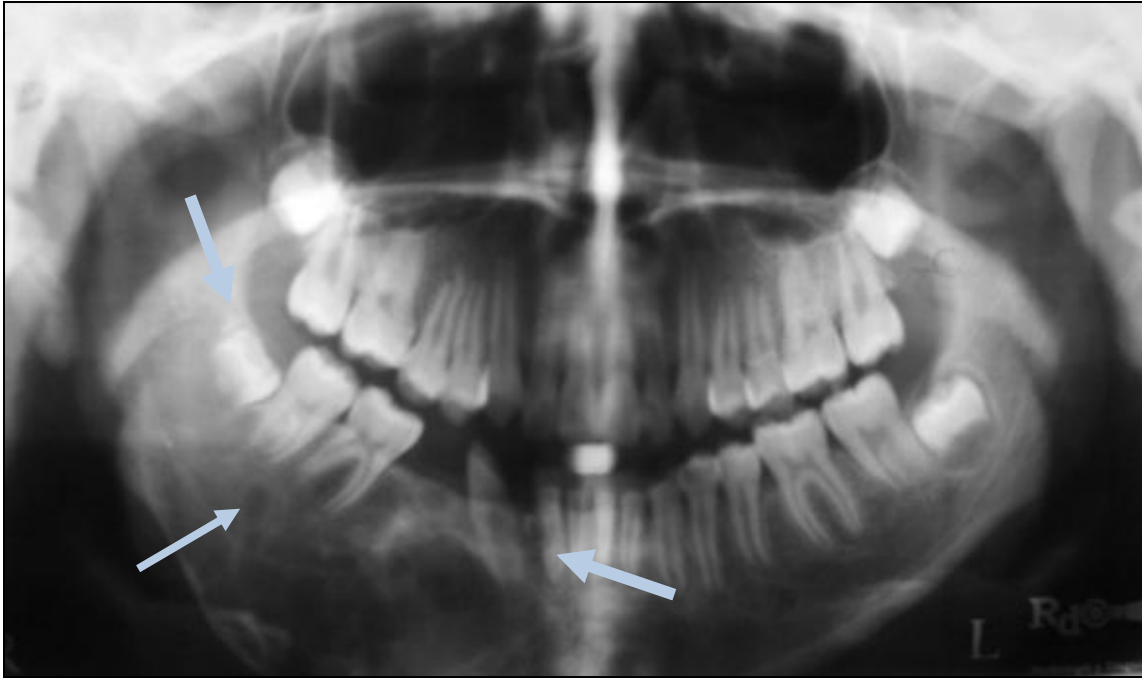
Radiografía panorámica que muestra lesión multilocular, con adelgazamiento de corticales, giroversión, risoclasia, expansión de corticales. Lesión de comportamiento agresivo.
